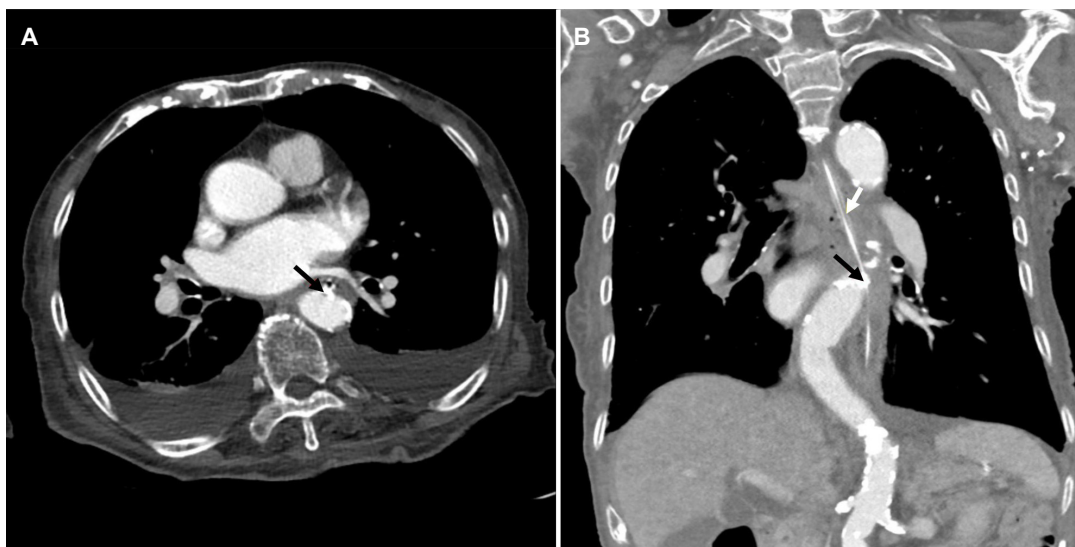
(A) Contrast-enhanced chest computed tomography shows no mass around the esophagus, but the descending aorta is tortuous with calcification (arrows) around the mid-esophagus. (B) A nasogastric tube (arrow) is inserted into the esophagus.
